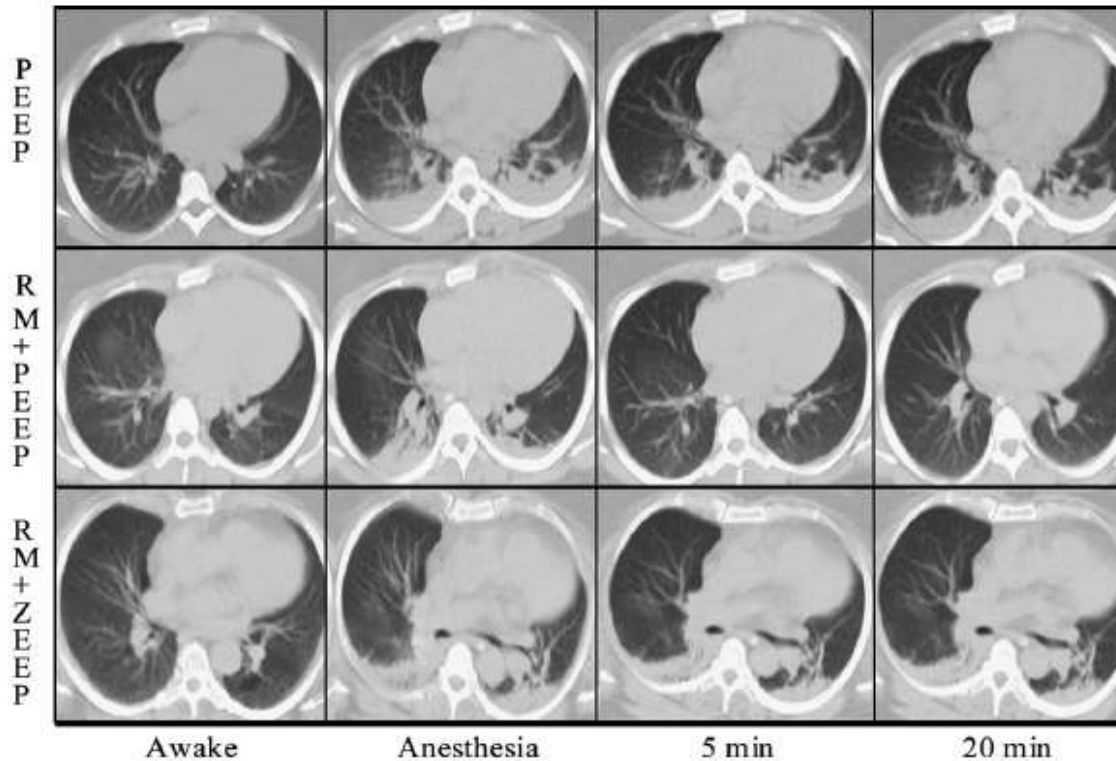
CT in anesthetized obese patients with the cut 1 cm above the diaphragm. A recruitment maneuver (RM) (airway pressure of 55 cm H₂O for 10 seconds) + PEEP of 10 cm H₂O reduced atelectasis and this effect was sustained for 20 minutes. RM + ZEEP caused a reduction of atelectasis, but this effect could not be seen after 20 minutes. PEEP had no effect on the amount of atelectasis. * p < 0.05 vs anesthesia, † p < 0.05 vs PEEP and RM + ZEEP. PEEP = positive end expiratory pressure, RM = recruitment maneuver, ZEEP = zero end expiratory pressure. From ref ²¹, with permission by the editor of Anesthesiology.
